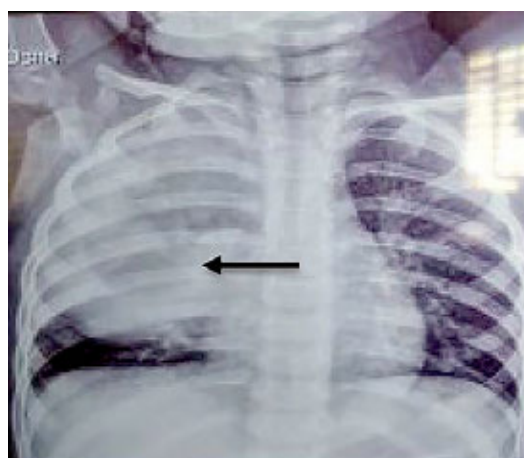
Radiografía de tórax frente: Se observa radiopacidad en campo pulmonar derecho, que compromete lóbulo superior y medio, con bordes redondeados y contenido propio con nivel hidroaéreo.
